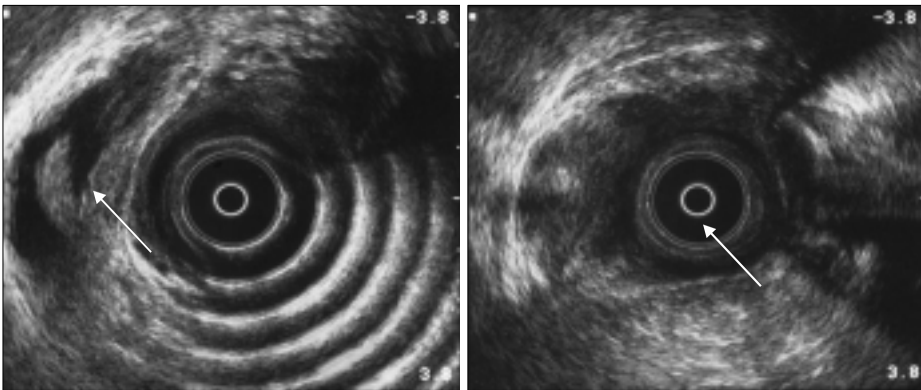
At endorectal ultrasonography, a cyst appears as a multilocular retrorectal cyst lesion, sometimes with internal echoes due to mucoid material or inflammatory debris.
